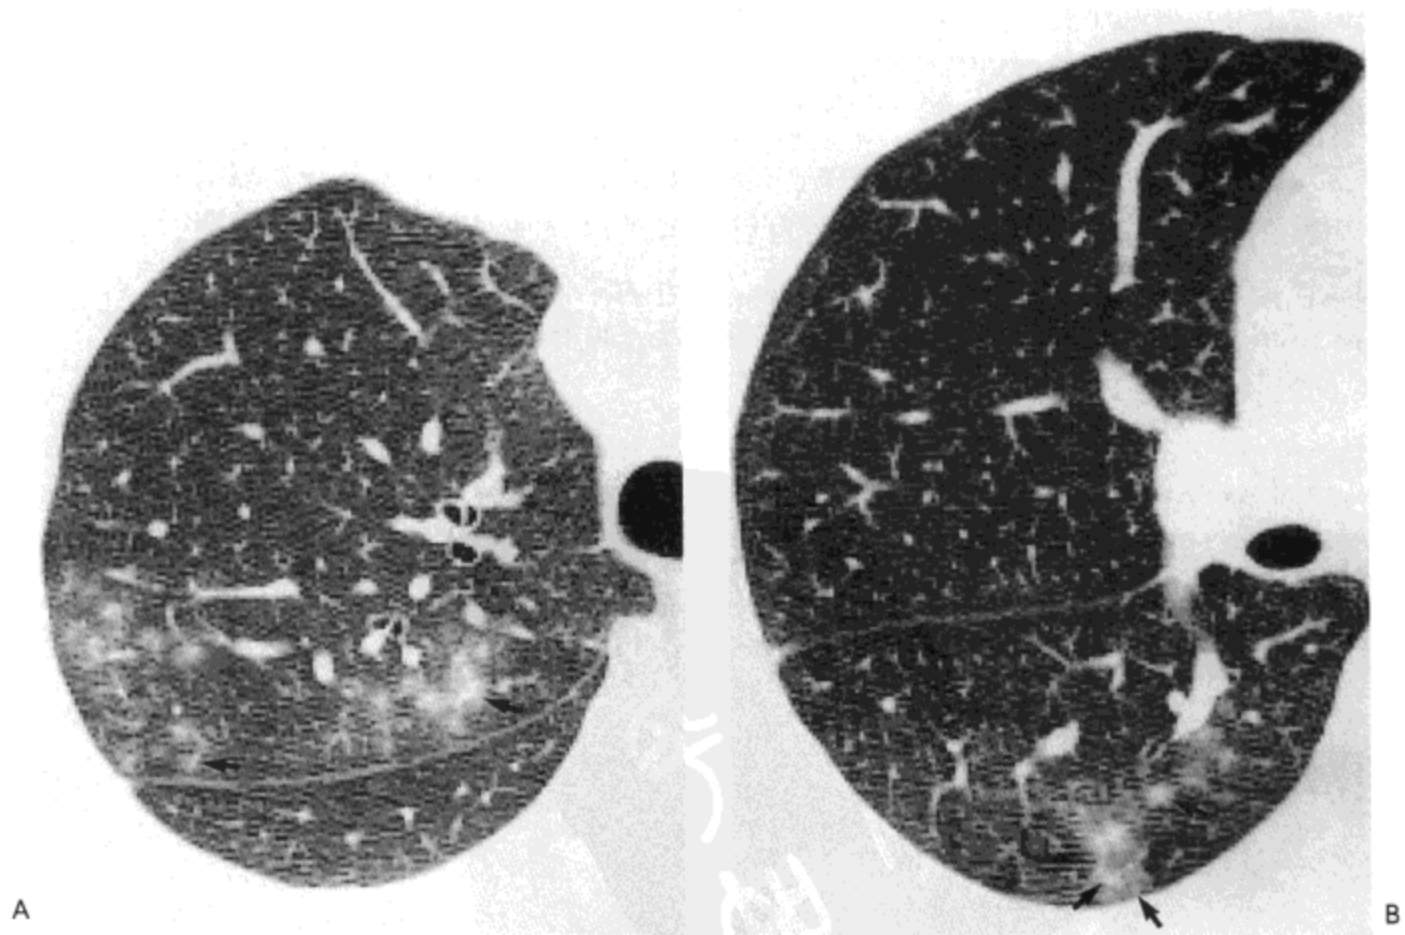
胃内容吸入-细支气管炎。A: 主动脉弓水平高分辨率CT影像示右上肺重力低下部位小叶中心性结节(箭号)与片状磨砂玻璃影。B: 中间支气管水平CT影像示右下叶上段内小叶中心结节影(箭号)。
